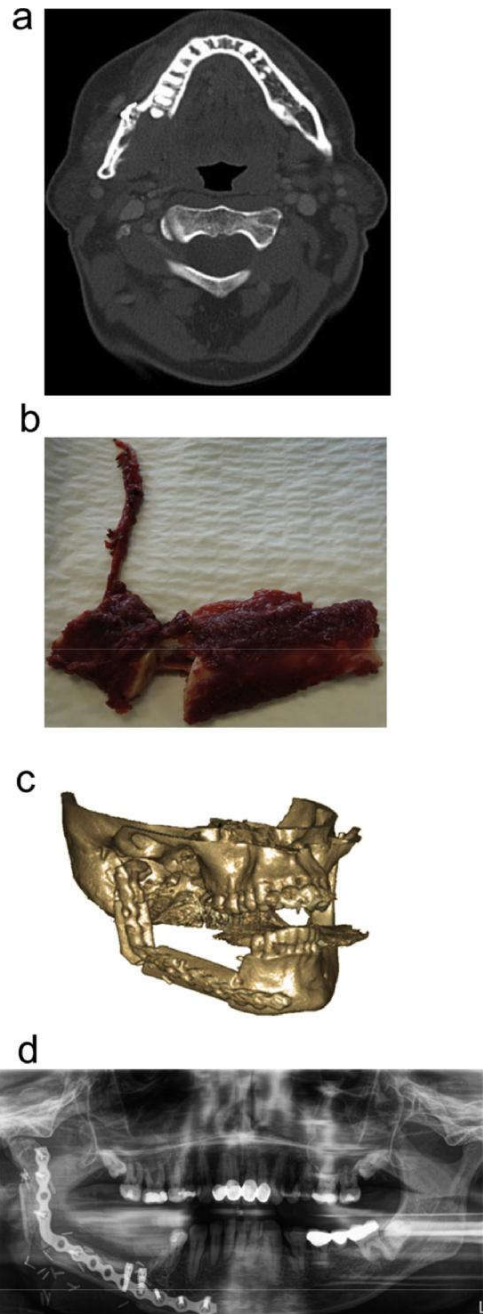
A case of mandibular resection and primary reconstruction with a vascularized osteomyocutaneous fibula flap: (a) preoperative CT scan showing bony invasion of an oral squamous cell carcinoma; (b) harvested fibula flap; (c) postoperative three-dimensional CT findings with the fixed fibula flap; (d) panoramic radiograph after implant loading.
